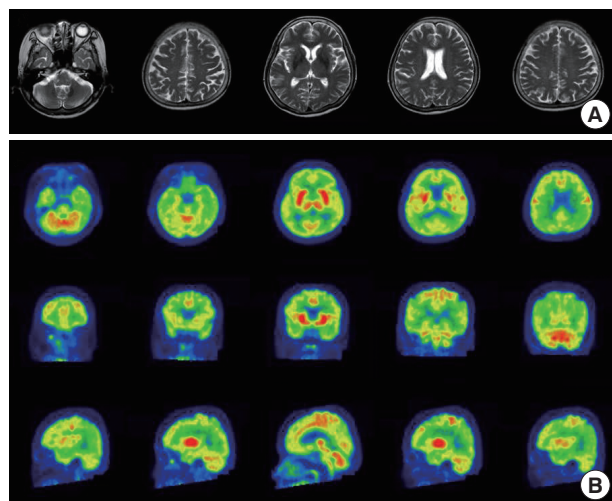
The brain MRI and PET at the patient's initial visit. (A) The brain MRI shows no specific findings. (B) The FDG PET shows decreased diffuse cerebral hypometabolism.
